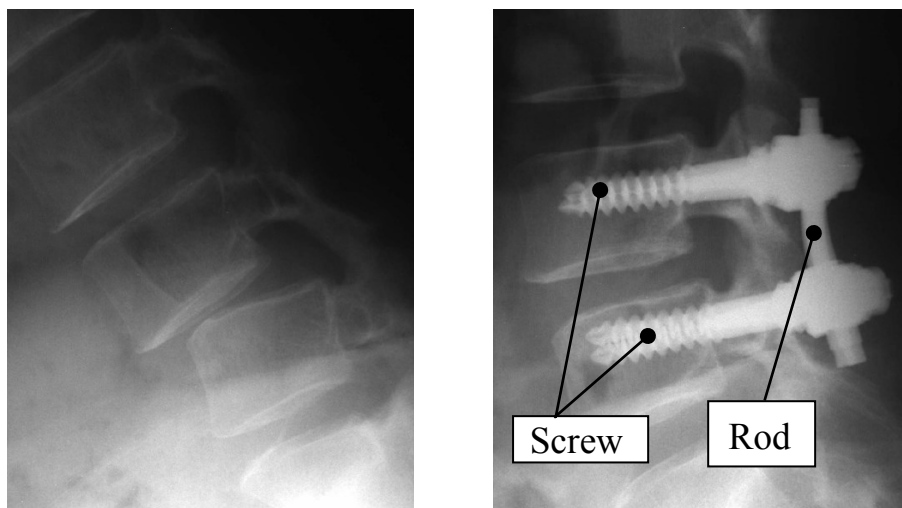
(b) X-ray photograph
